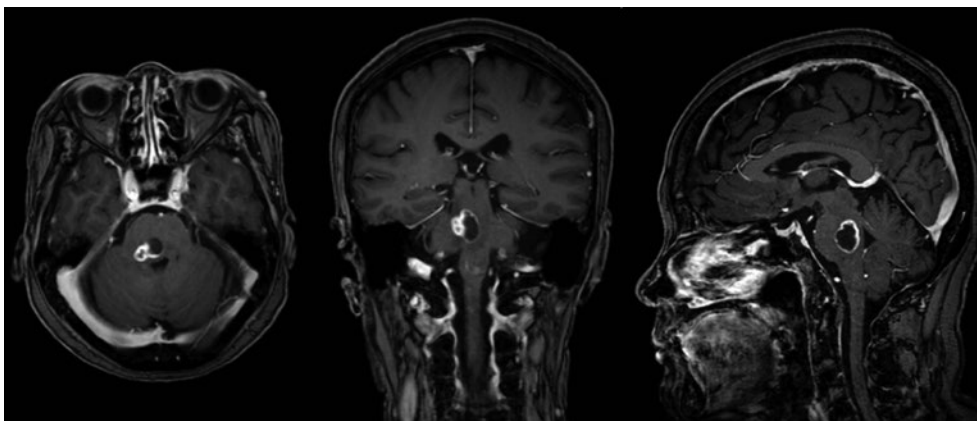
頭部MRI (T1強調像). 脳幹部に浮腫を伴う, 辺縁が造影される多房性の孤立性結節を認める.
